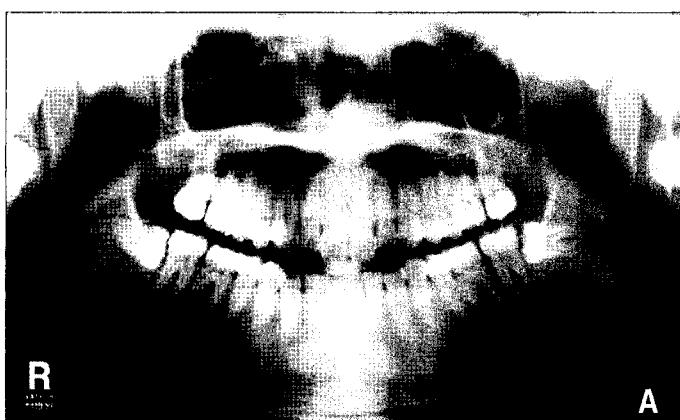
Preoperative panorama and CT scans. A. Panorama showing slight alveolar bone resorption of left mandibular second molar, B. CT scans show a well-demarcated mass of the left mandibular second molar.
